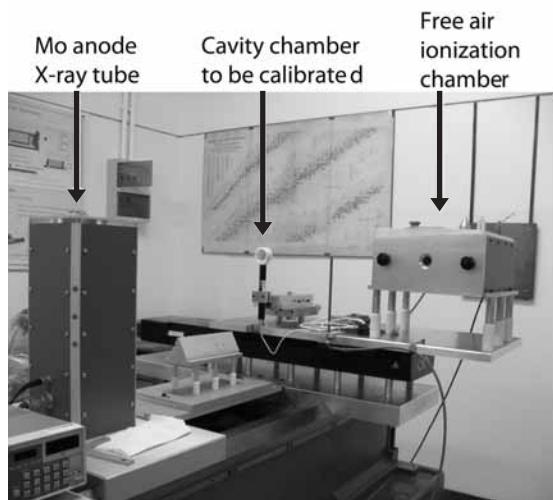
BIPMのマンモグラフィ用X線による線量計の校正施設
